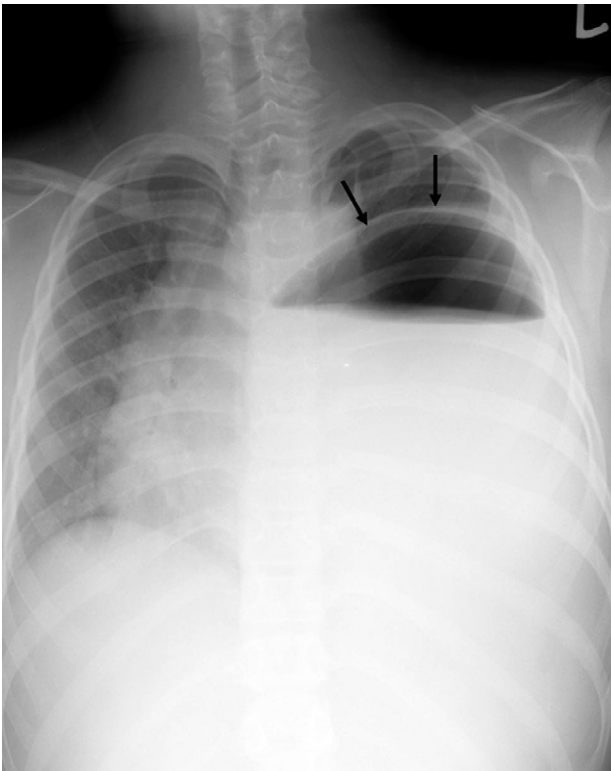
Initial chest X-ray. Large bullous mass in the left hemithorax displacing mediastinal structures to the right side. Typically, there is no diaphragmatic contour on the left side; mass cranially demarcated by gastric wall (arrows).
